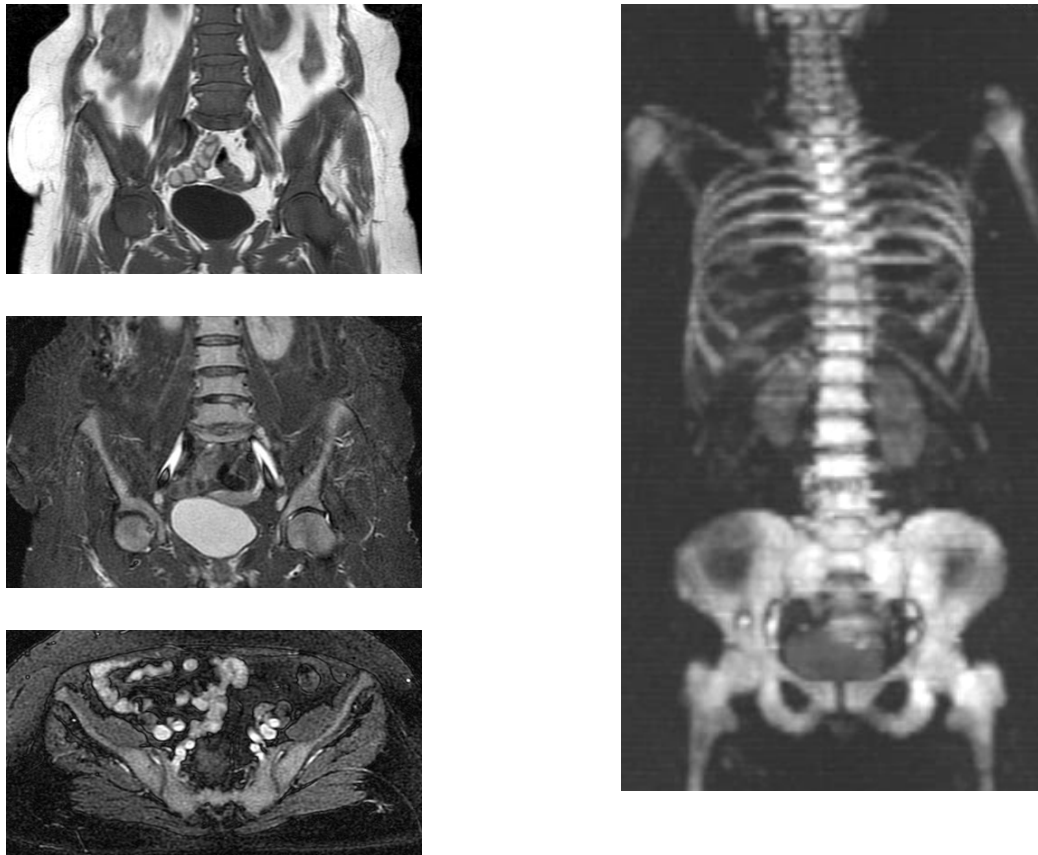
МРТ-ДВИ всего тела пациентки с НХЛ с диффузным поражением КМ. На T1-ВИ (слева вверху) сигнал КМ диффузно снижен, на STIR (слева в центре) и FIESTA (слева внизу) – диффузно повышен, на ДВИ-изображении с высоким фактором b в неинвертированной шкале серого цвета (справа) — диффузно выше сигнала почек
